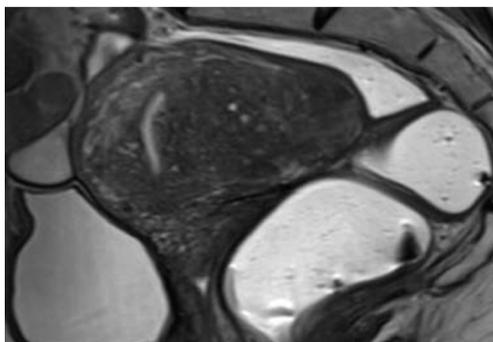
Adenomioma por RM: imagem ponderada em T2 no plano sagital, massa hipointensa intramiométrica circunscrita com margens mal definidas e mínimo efeito de massa com focos de alto sinal.¹⁰
